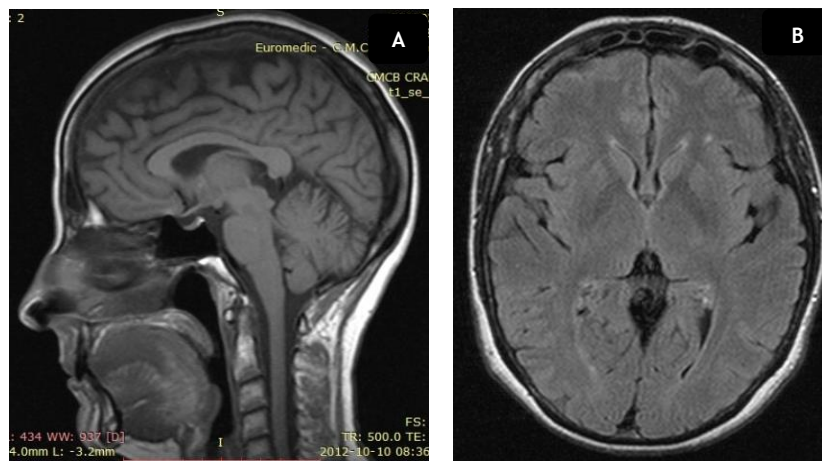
RM CE (2012). A- Ponderada em T1 Sagital; B- Hipersinal focal inespecífico em FLAIR transversal.
